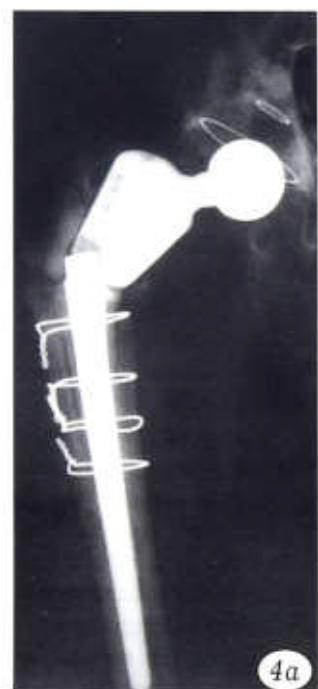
Рентгенограмма при переломе эндопротеза в области основания.
